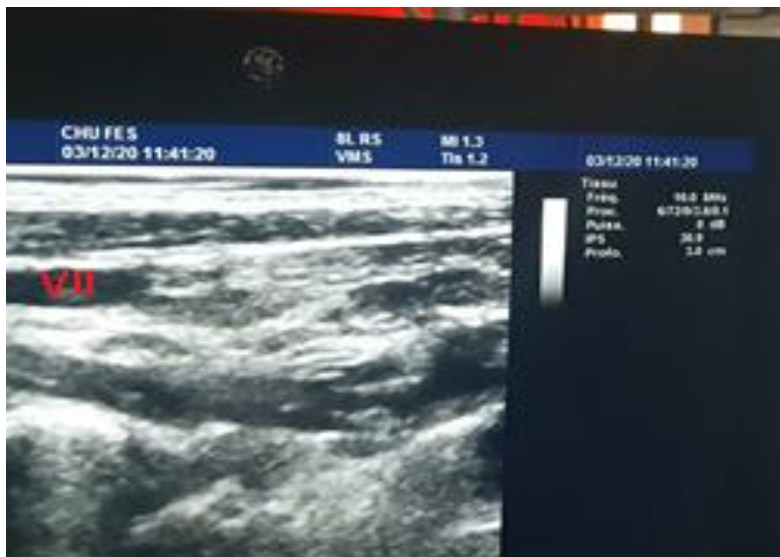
Compression de la VJI par la sonde d'échographie.
